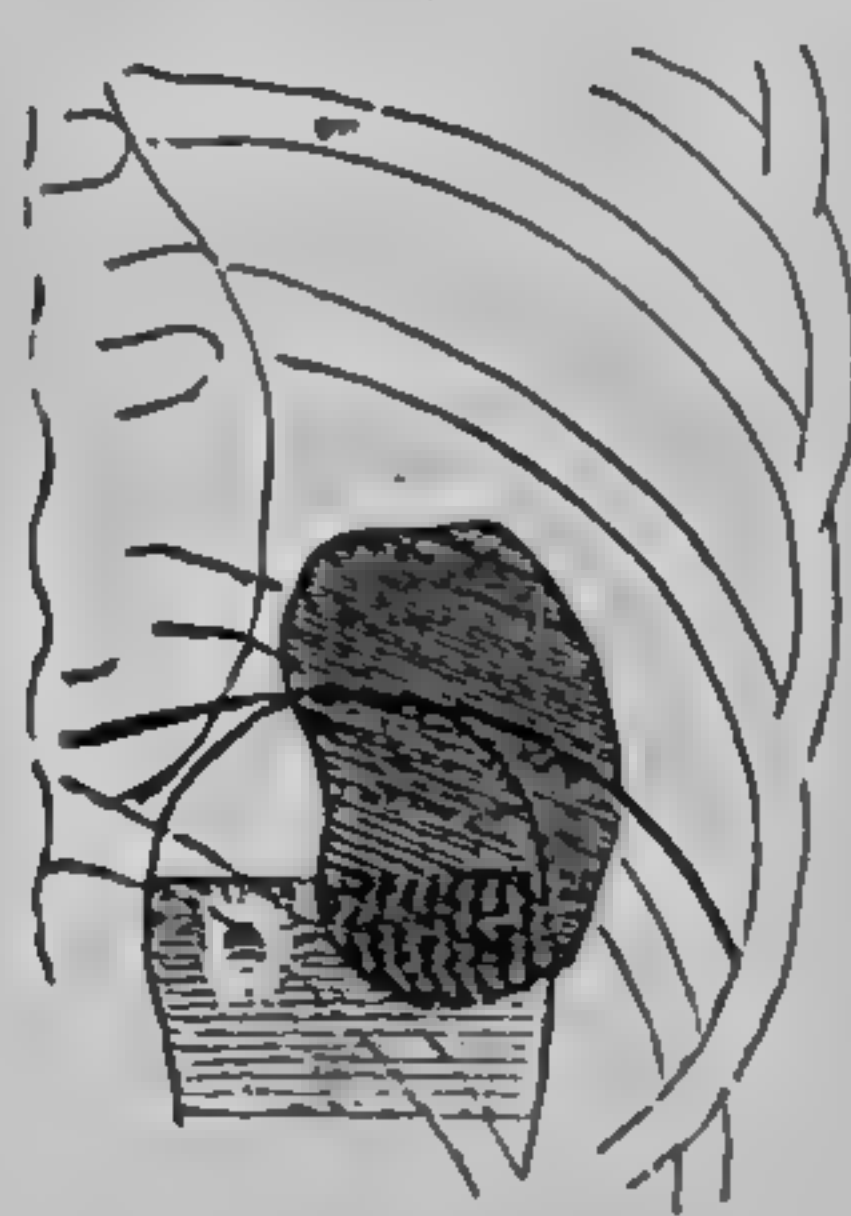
Chist hidatic al lobului inferior drept (radiografie dr. Vințilă Ștefănescu)
